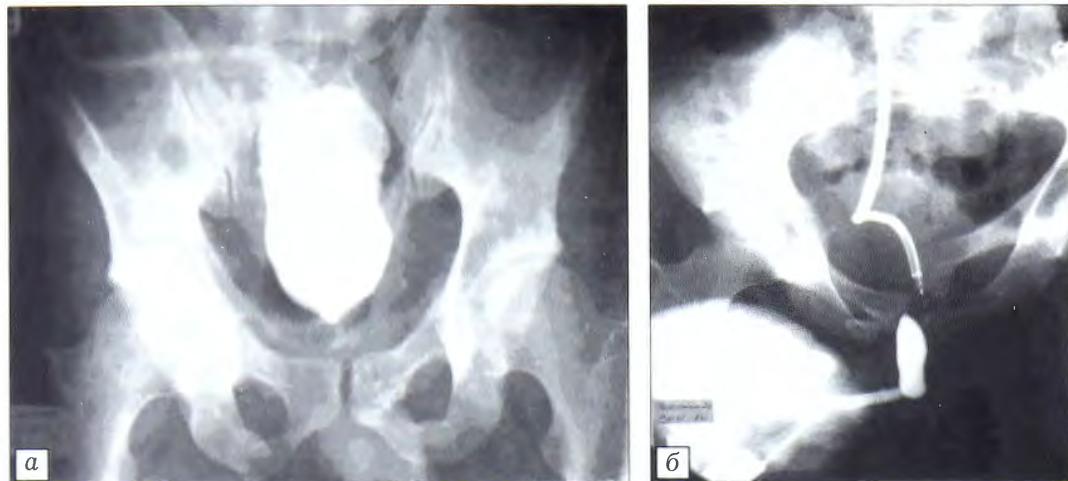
Данные рентгенологического обследования мочевыводящих путей.
